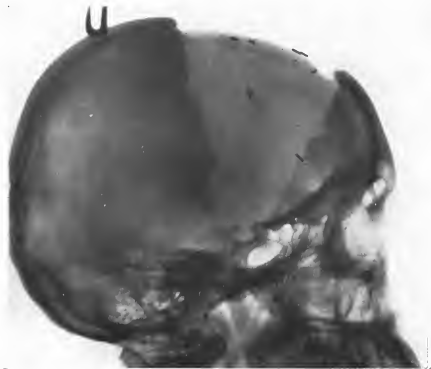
Radiographie postopératoire. Profil droit : le grand volet frontal bilatéral.
